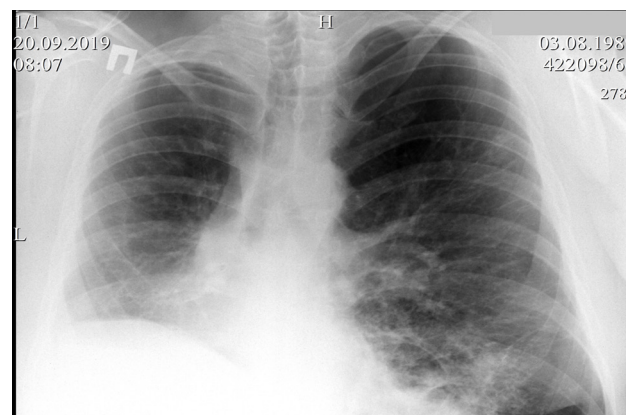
Контрольная рентгенограмма через 24 месяца
